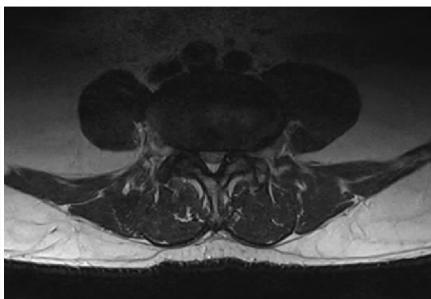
水平位T2像MRI示:L<sub>4~5</sub>水平中央椎管以及神经根管狭窄
